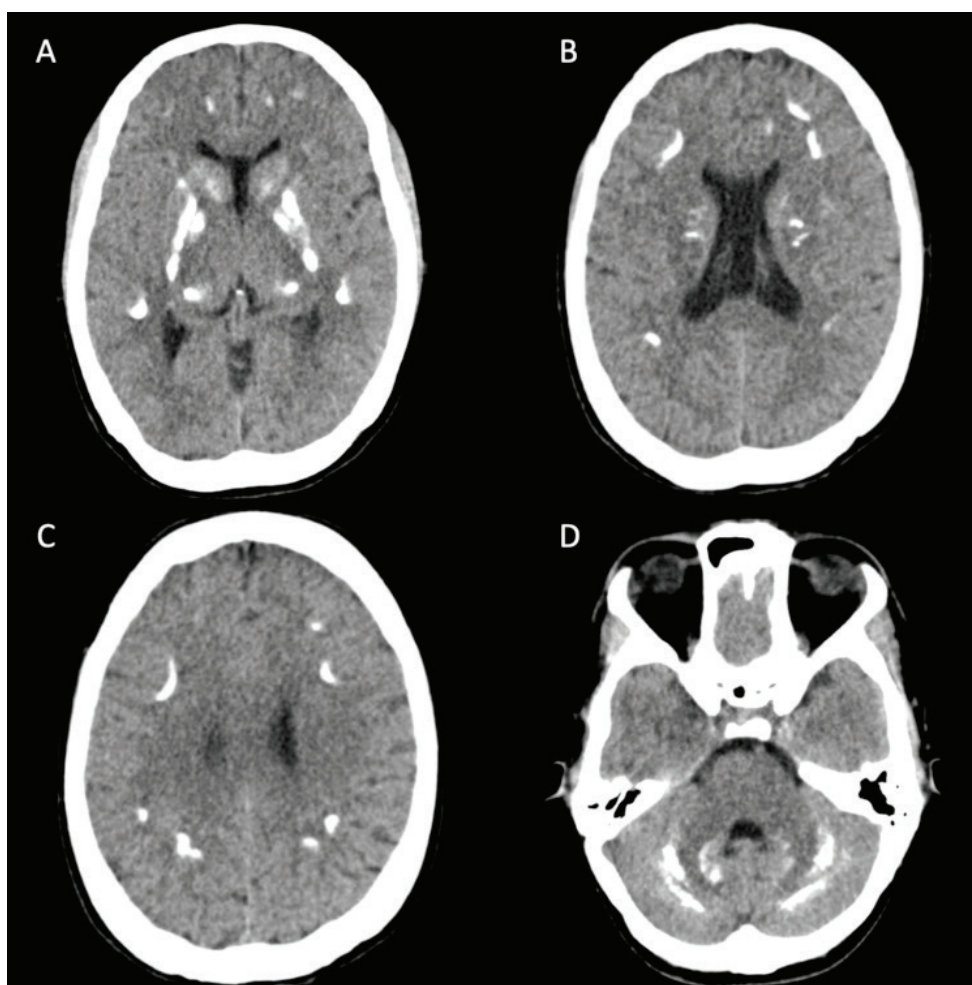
КТ головного мозга без контраста
